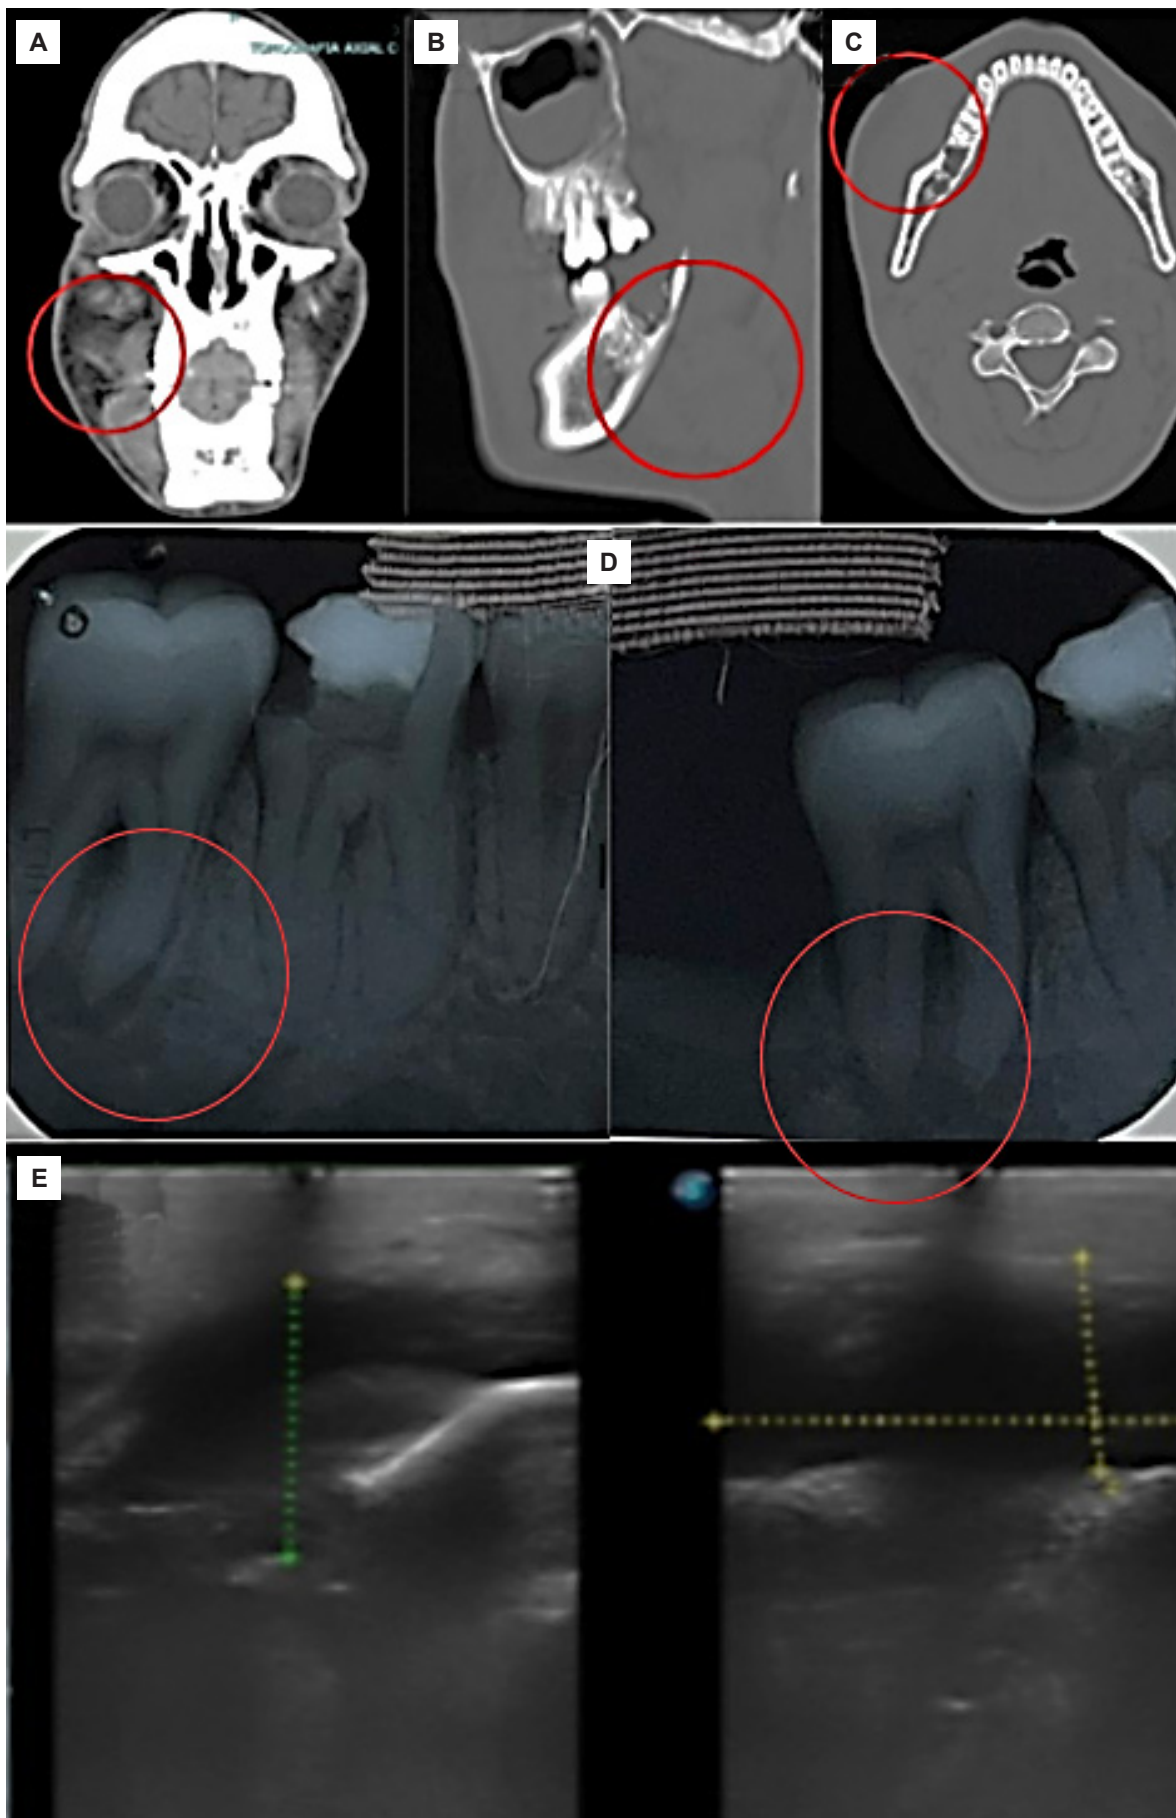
A, B, C) Tomografía computarizada con contraste (coronal, sagital y axial, respectivamente), en la que se observa la tumoración. D) Radiografía periapical que muestra un pequeño secuestro óseo y una ligera reabsorción del reborde alveolar. E) Incremento de la ecogenicidad de piel y tejido celular.
